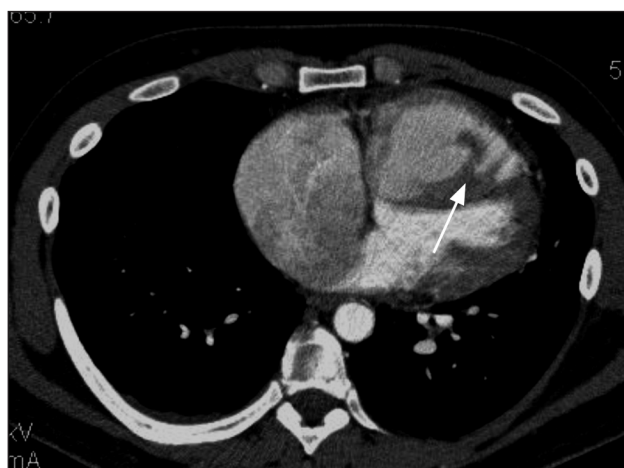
МРТ органов грудной клетки. Два флотирующих тромба в ПЖ сердца. Стрелкой указан флотирующий тромб.
